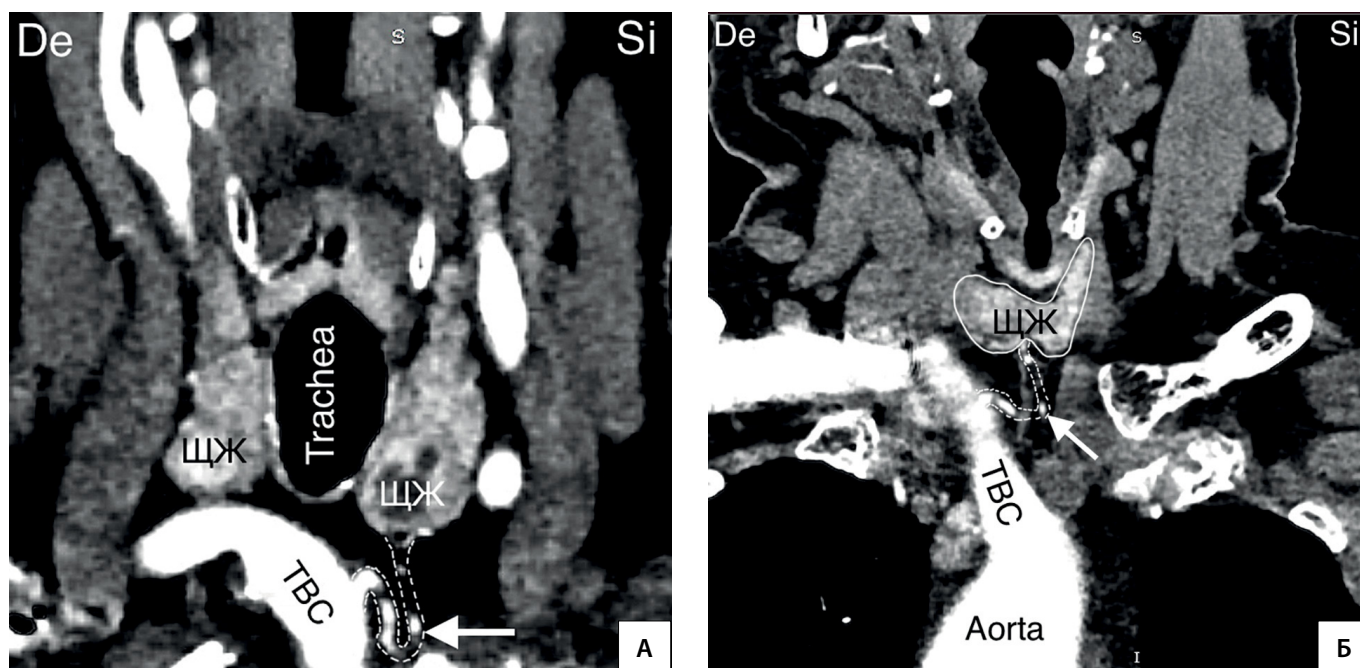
Непарная щитовидная артерия (указана стрелкой). А, Б — КТ-ангиография (фронтальный срез). TBC — truncus brachiocephalicus; De — dextra; Si — sinistra.
